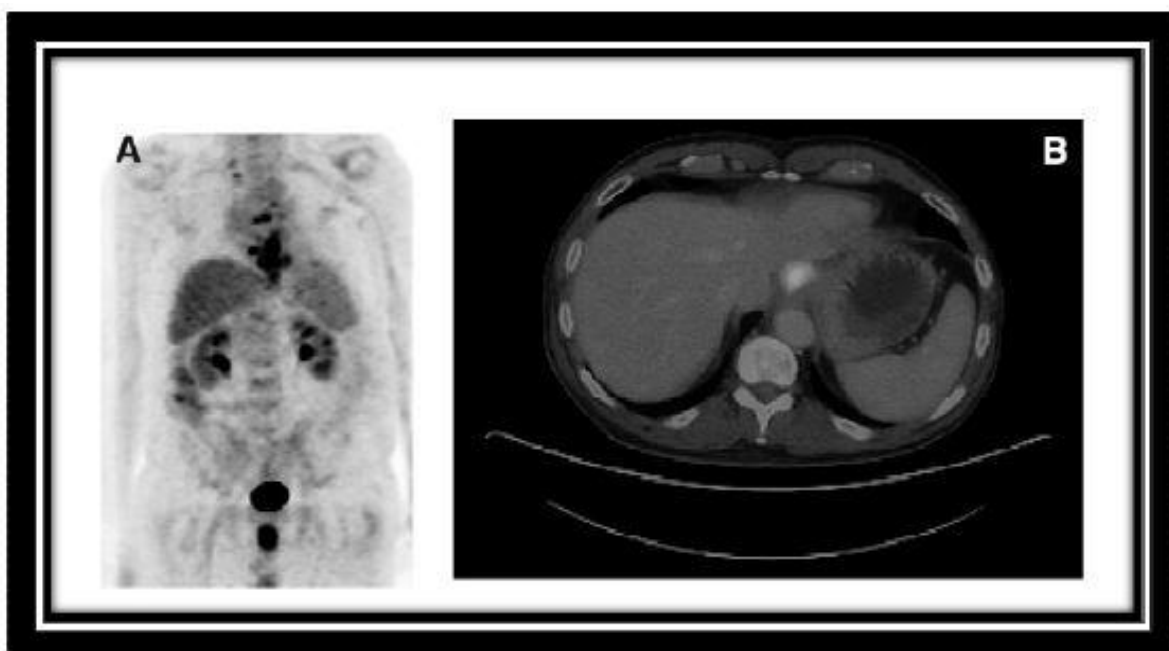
Cancer de l'œsophage au PET [113]
